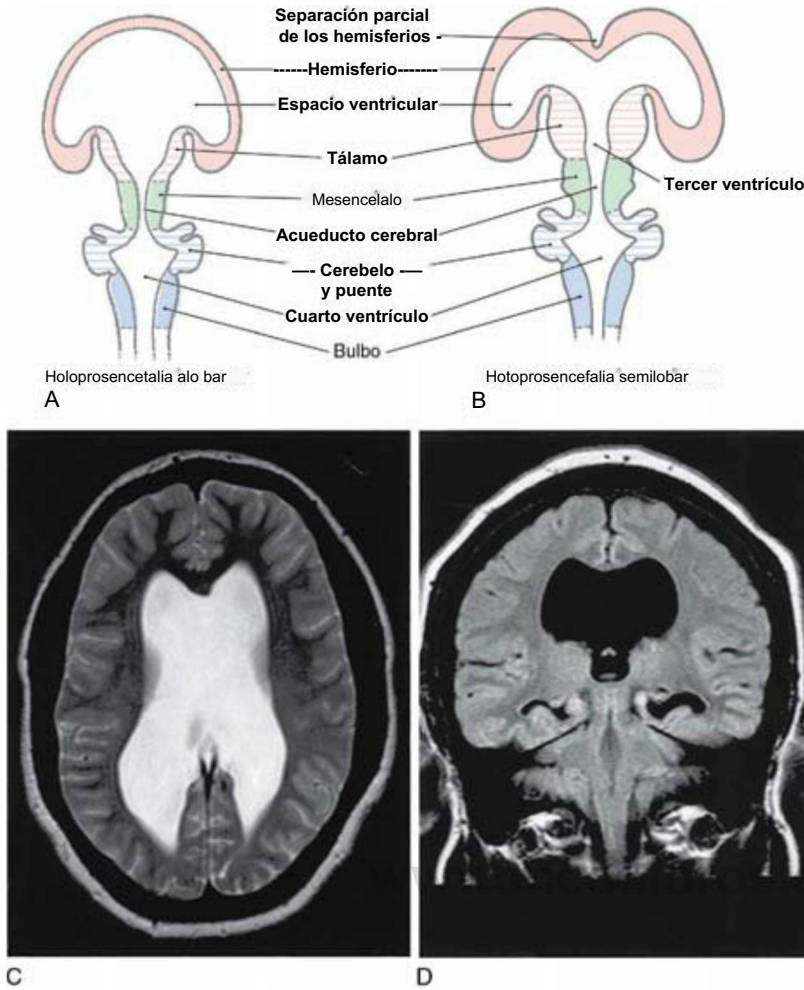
Holoprosencefalia alobar (A) y semilobar (B-D). En la forma alobar (A), la vesícula encefálica única tiene un ventrículo en forma de herradura, y muchas de las estructuras cerebrales principales están ausentes. Aunque los ventrículos están presentes en la forma semilobar (B y C, imagen axial de resonancia magnética potenciada en T2; D, imagen coronal de resonancia magnética potenciada en T1), están dilatados y las estructuras de la línea media, como el septum y el fórnix, están ausentes. Obsérvese la continuidad de los ventrículos laterales (C), la continuidad de los ventrículos tercero y laterales, así como el aumento de tamaño de las astas temporales de los ventrículos laterales (D).
